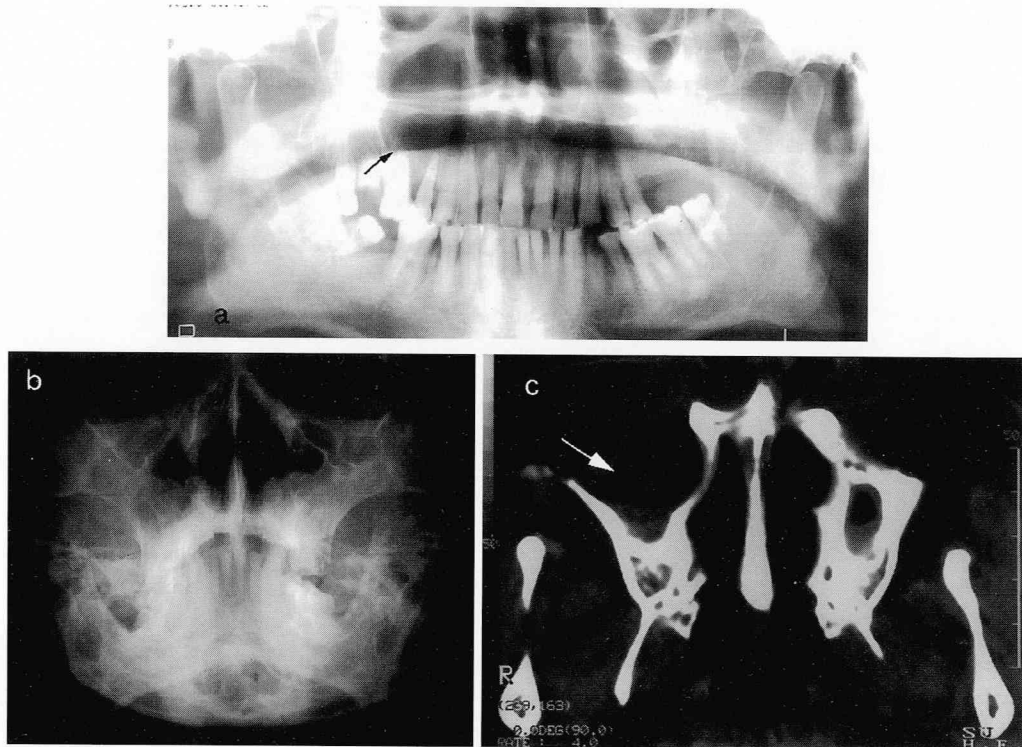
症例5の回転パノラマX線像，ウォータース像，CT画像
